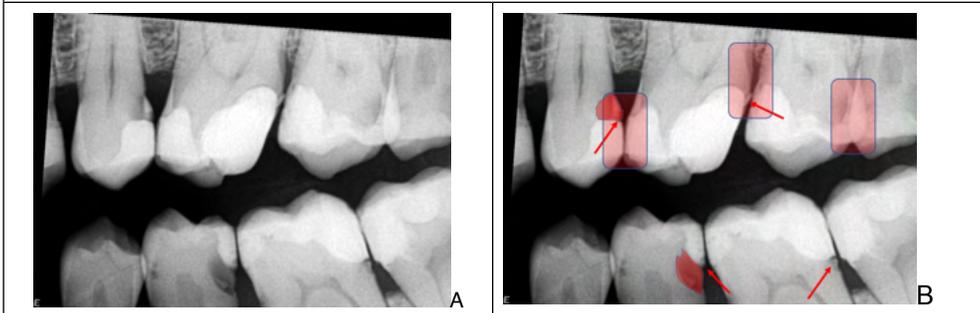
Radiografia Interproximal original de Ms E (A), e Radiografia Interproximal com apontamentos (B) das superfícies interproximais para região de Ms E. Note o apontamento das setas vermelhas, mostrando imagens radiolúcidas sob as restaurações, que apresentam falta/excesso de materiais, conduzindo à provável infiltração por cárie. Veja também que apenas o ponto de contato entre os dentes 27-28 está sobreposto, evidenciando a falta alinhamento desses elementos na arcada, já que os outros pontos de contatos são otimamente visíveis. Os dentes 25(D), 27(D) E 35(D) apresentam imagem radiolúcida compatíveis com cárie de esmalte/dentina, já próximas à polpa.
